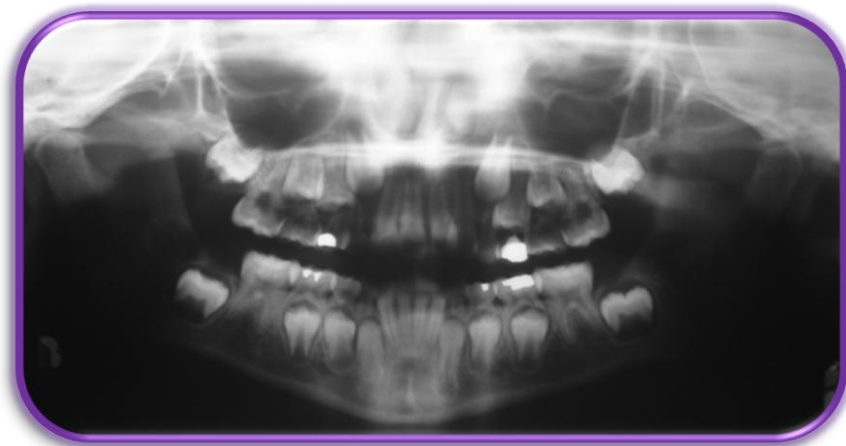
Radiografía panorámica de paciente con la totalidad de los dientes del tercer cuadrante.
